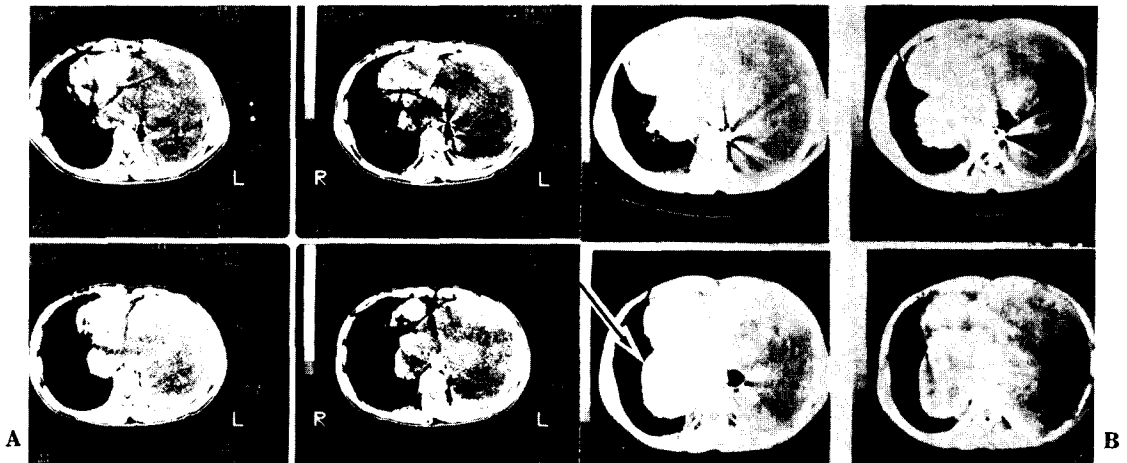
A. 입원 9개월전 및 B. 입원 당시 흉부컴퓨터단층촬영 소견
